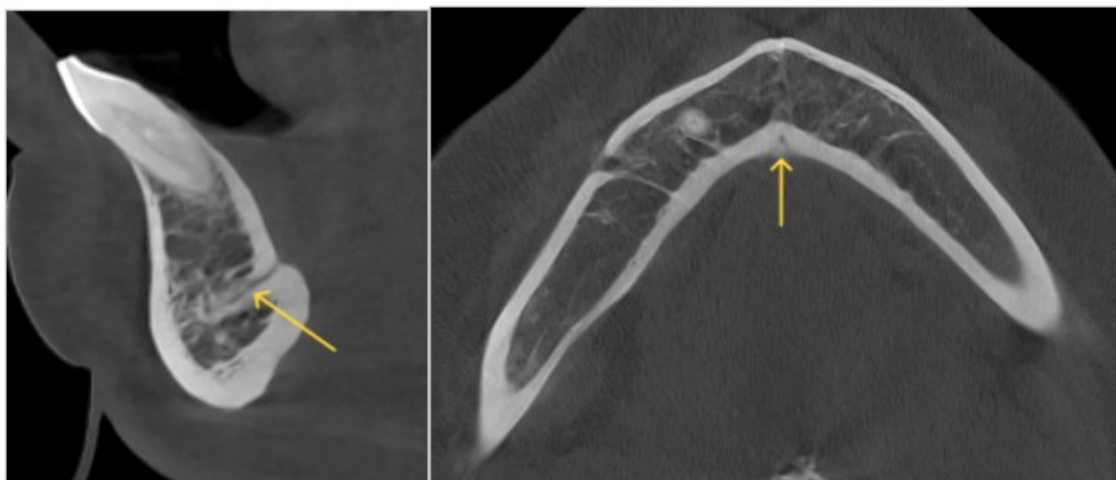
Coupes de cone beam dans les plans sagittal et horizontal illustrant un canal lingual médian (images provenant du cabinet du Dr Hubert Legrand).
